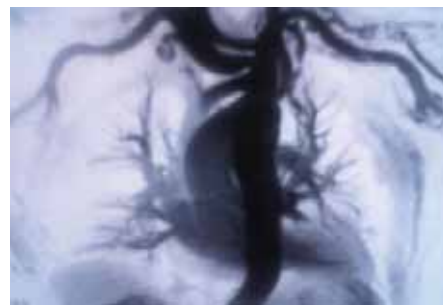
MRI showing circular isthmic recoarctation
